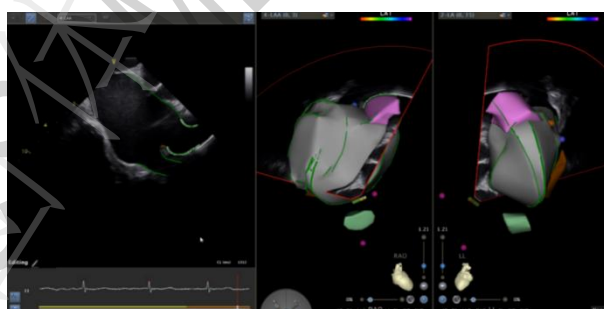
心腔内超声构建左心房长轴和 LPV 脊部
